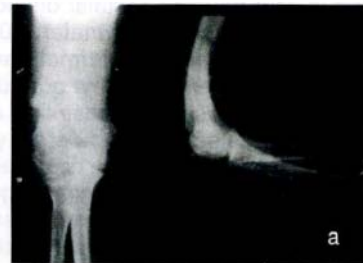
a. 21 yaşında Tip C1 kırıklı erkek hasta preop radyografisi
